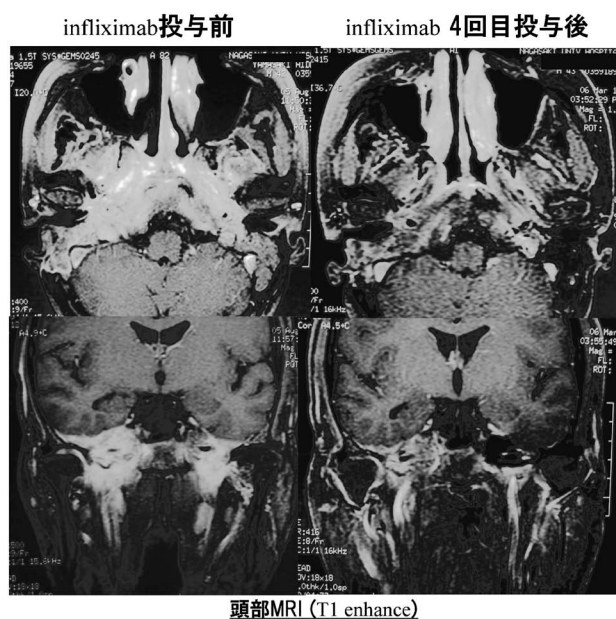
インフリキシマブ投与前後の頭部MRIの変化
